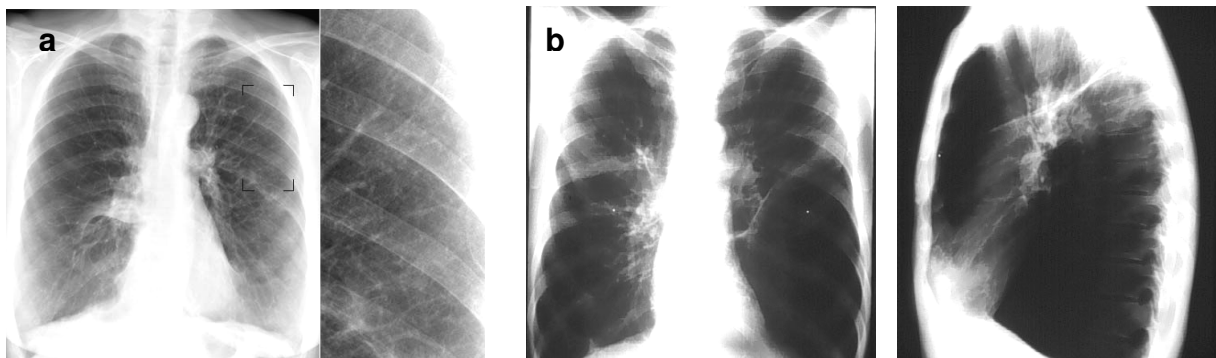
(a) Thoraxübersicht eines Patienten mit COPD mit einer Ausschnittsvergrößerung aus dem rechten Mittel-/Oberfeld Irregulärer Verlauf der bronchiovaskulären Strukturen mit Kalibersprung infolge Vernarbung bei chronischer Entzündung. (b) Ausgeprägtes Lungenemphysem bei einem Patienten mit COPD (Röntgen-Thorax-Aufnahmen in zwei Ebenen)
